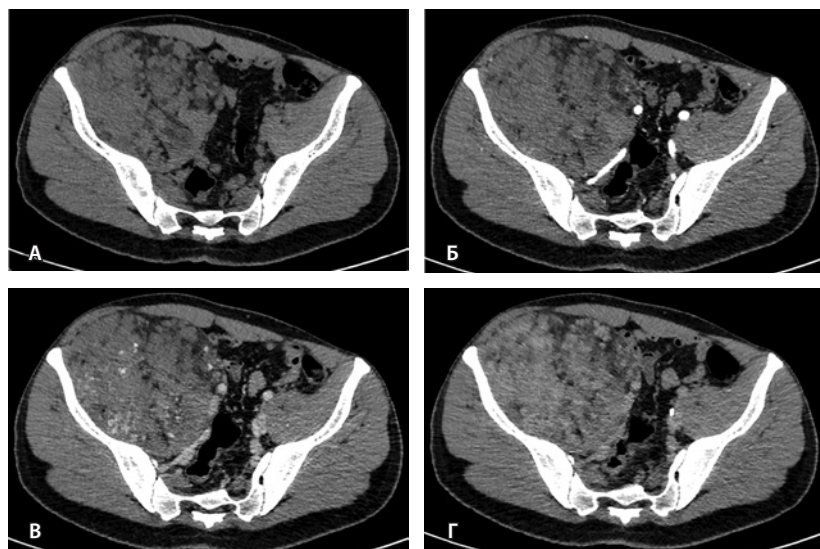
Мультиспиральная компьютерная томография органов брюшной полости и забрюшинного пространства с болюсным внутривенным контрастированием: А – нативная фаза, Б – артериальная фаза, В – венозная фаза, Г – отсроченная фаза. Крупное гетерогенной структуры образование забрюшинного пространства справа, с фокусами гиперваскуляризации в структуре. Тесно прилежит к крылу подвздошной кости и подвздошным сосудам, оттесняя последние медиально
